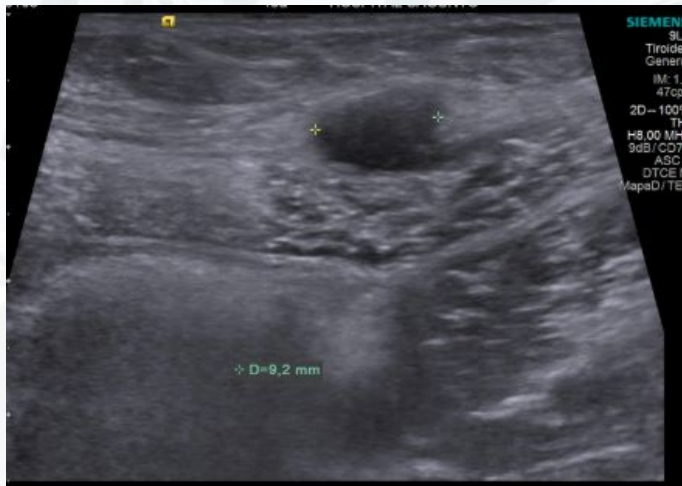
Ecografía: Nódulo en pared abdominal de 1 cm
